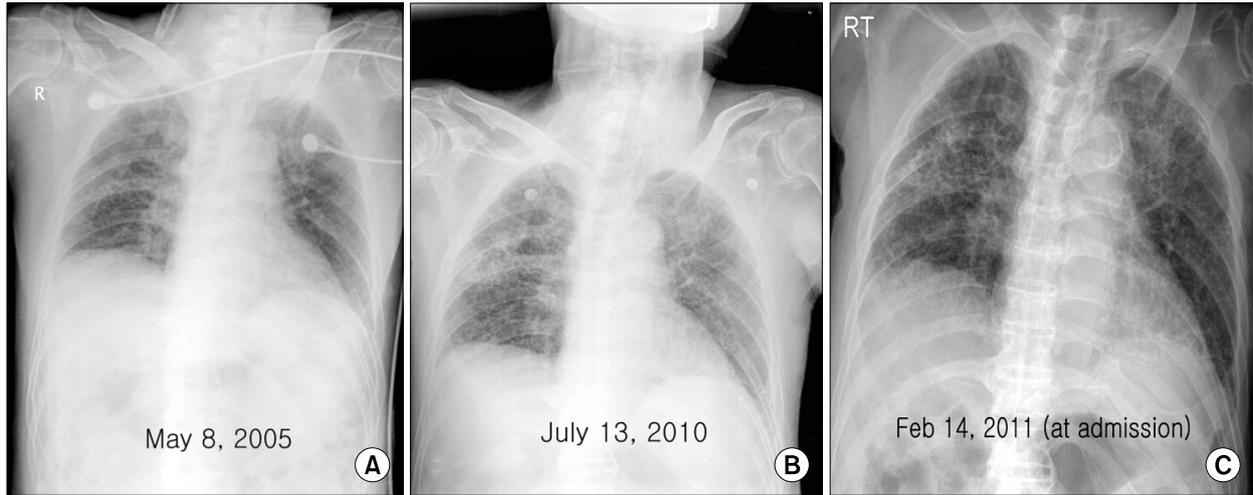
Chest radiographs showed widespread small nodules, diffusely involving both the lungs, and commonly described as "sand storm-like". At admission (C), nodules were much increased compare to previous X-rays (A, B).
